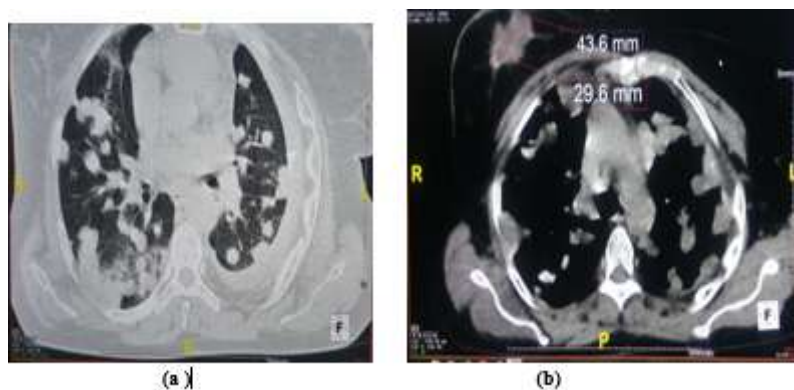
(a) TDM thoracique en coupe axiale et fenêtre parenchymateuse, après injection de produit de contraste met en évidence des lâchers de ballons. (b) en coupe axiale et fenêtre médiastinale après injection de produit de contraste met en évidence des lâchers de ballon et une masse mammaire droite chez une femme de 45 ans.
